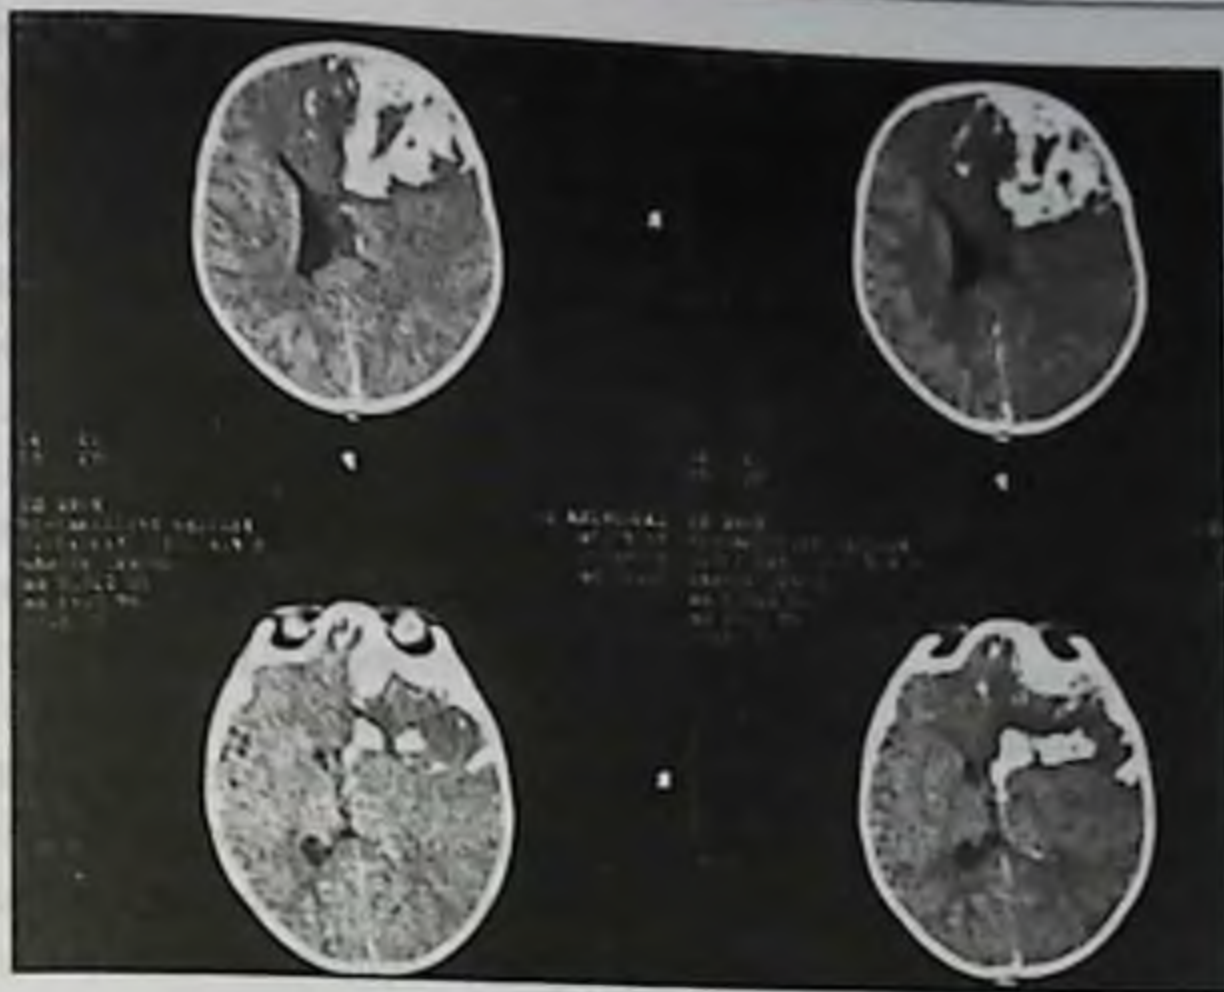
Внутричерепные кровоизлияния у того же пострадавшего с синдромом «встряхнутого ребенка» (компьютерная томограмма)
